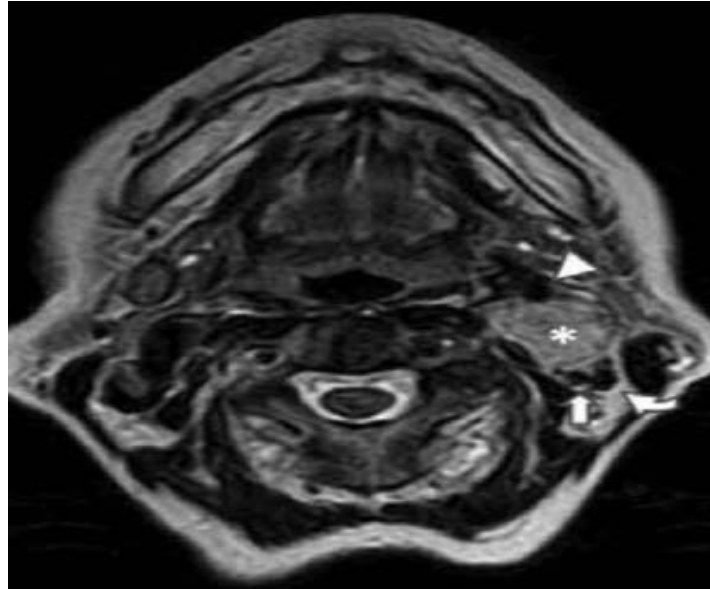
IRM cervicale coupe axiale, montrant une lésion focale hypersignal en T2 (*) à la bifurcation carotidienne gauche, qui refoule et sépare les vaisseaux carotides externe (pointe de flèche) et interne (flèche) et la veine jugulaire interne (flèche courbe) (78)
